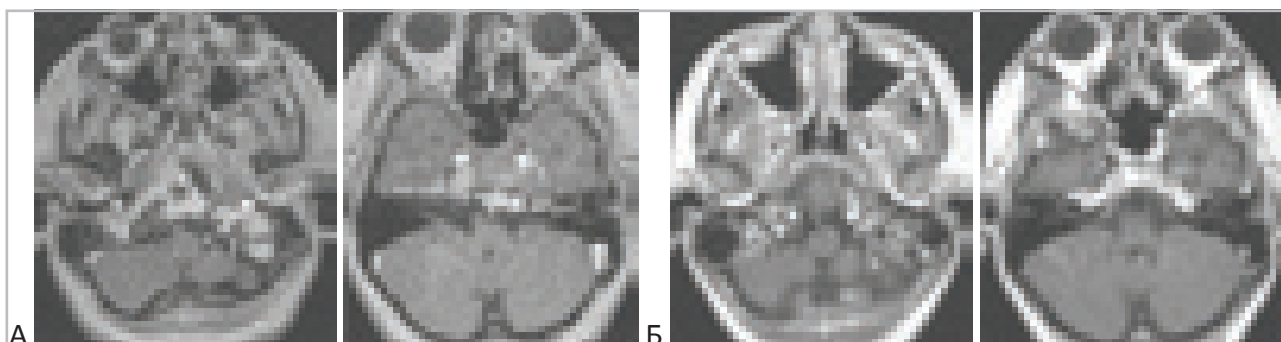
МРТ – изображения больного с хордой основания черепа. динамика после проведения радиотерапии. Больной Б-ов 14 лет (возраст указан на момент проведения радиотерапии). “А” – до радиотерапии. “Б” – 2 года после стереотаксической радиотерапии (“Novalis”). СОД 70 Гр. Число фракций – 35.
